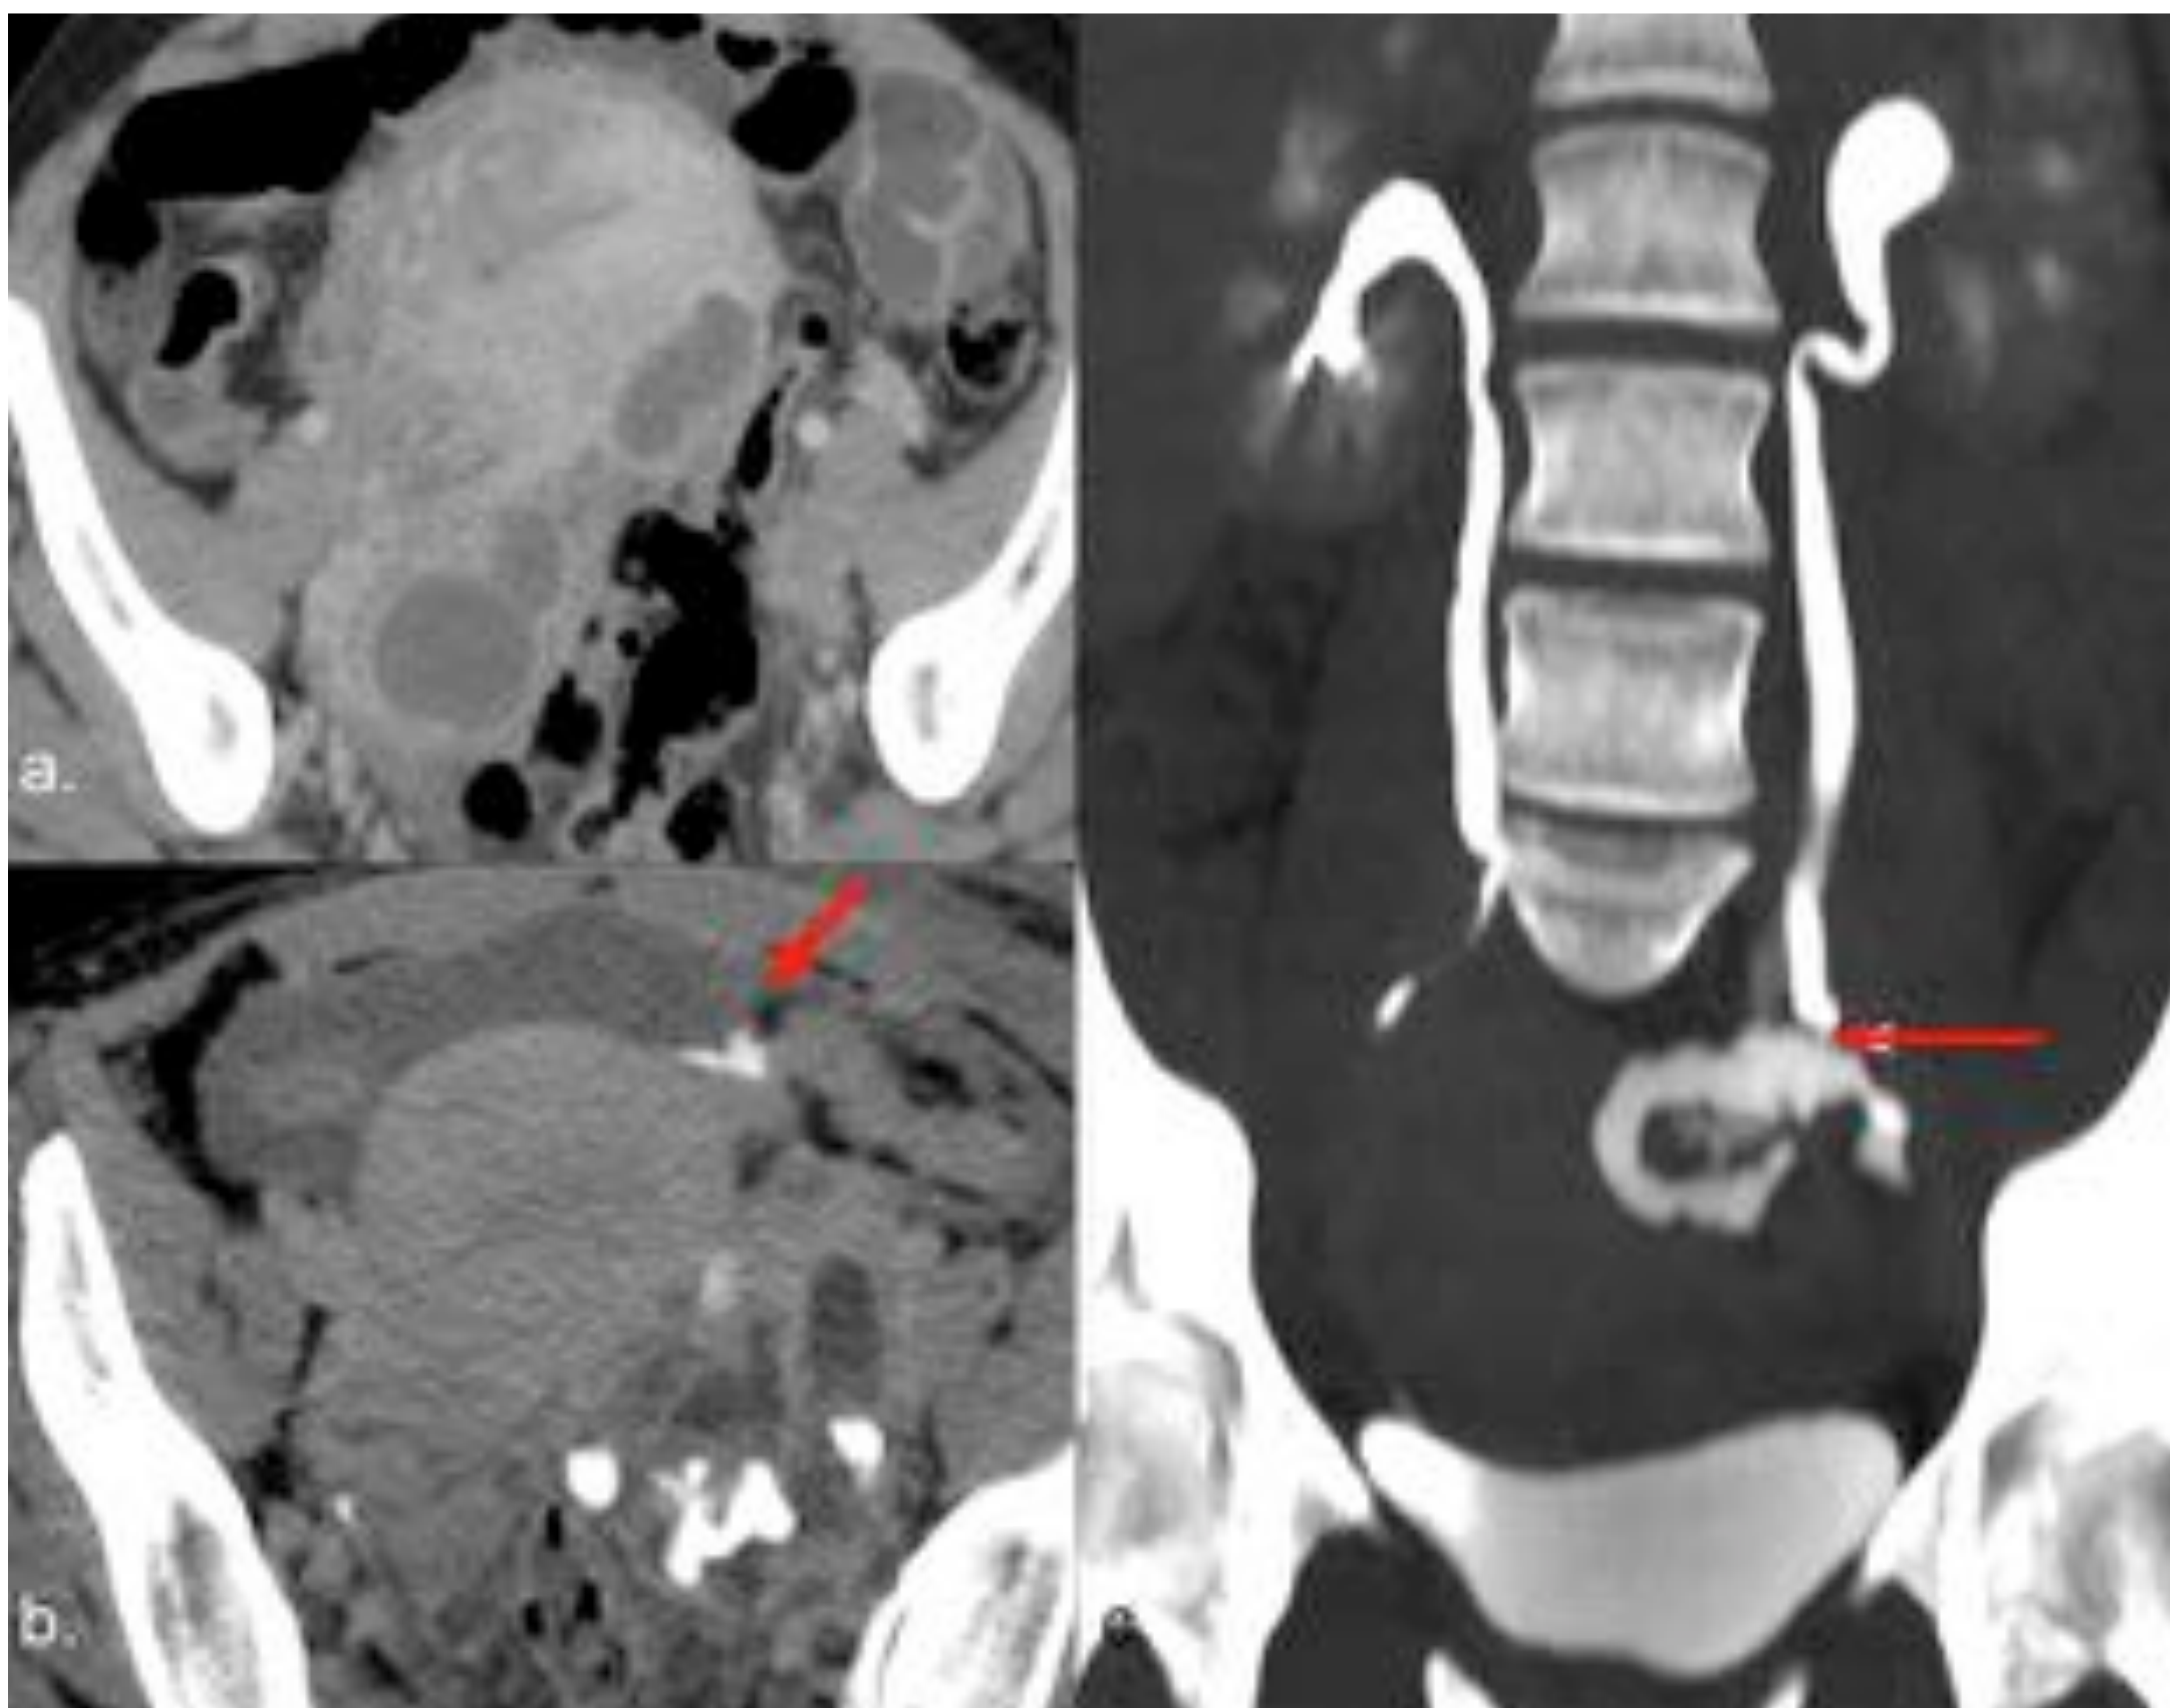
Abscesos pélvicos y daño ureteral post-cesárea. (a) Abscesos pélvicos en contacto con la pared posterior uterina que se drenaron quirúrgicamente. En el TC post cirugía (b) se observa extravasación de contraste en fase excretora que rellena las colecciones líquidas (flecha). En la reconstrucción coronal (c) se identifica el daño del uréter izquierdo (flecha).
